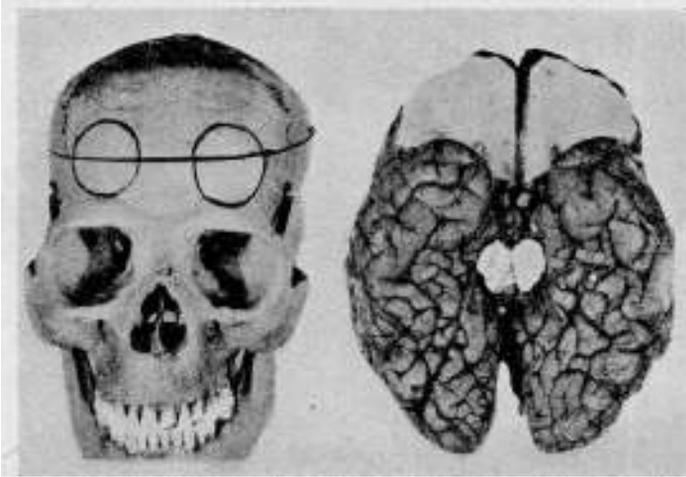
Técnica de Scoville. Incisión subcortical de las áreas orbitarias. En la radiografía se ve la posición de la trepanación hecha con la trefina y también la superficie del corte efectuado, acusada con un delgado alambre opaco a los rayos X.
